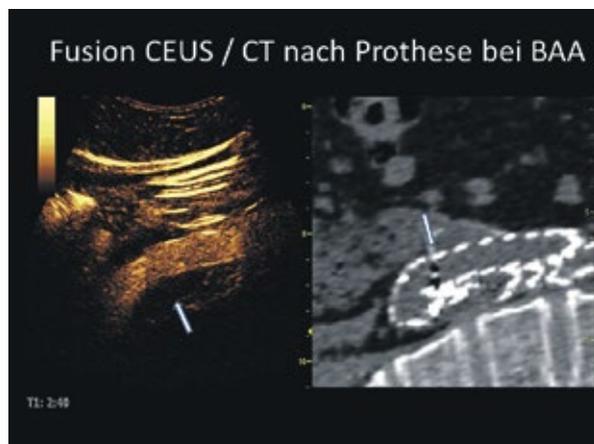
Fusion CEUS/CT zur Kontrolle der Durchblutung nach perkutaner Behandlung eines abdominalen Aneurysmas (BAA). Bei Niereninsuffizienz Injektion von 2 ml SonoVue i. v. für CEUS, CT ohne Kontrastmittel
